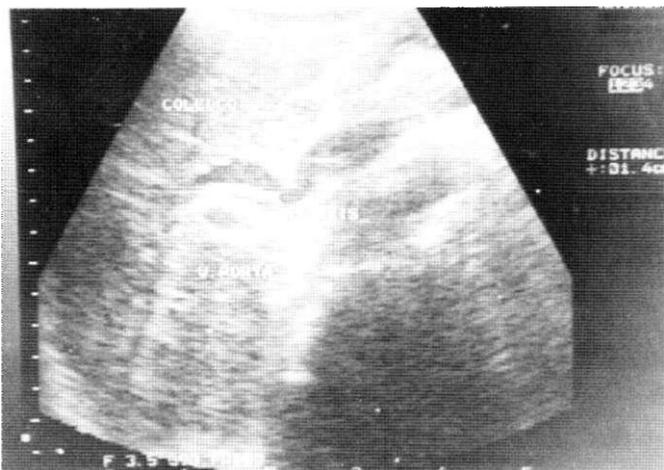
Ultra-sonografia de abdome superior demonstrando *Ascaris lumbricoides* na árvore biliar
